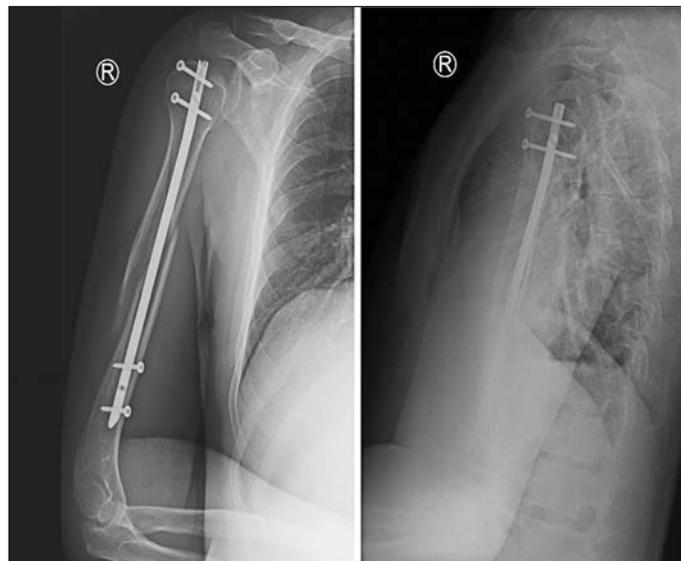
унок 5. Рентгенограммы после остеосинтеза плечевой кости блокируемым штифтом.
